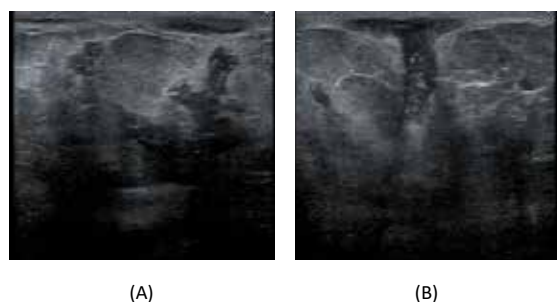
Images of the breast ultrasound examination
